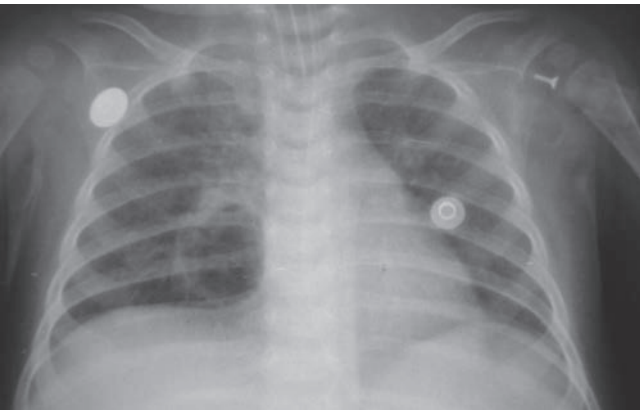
Рентгенограмма грудной клетки — появление полости распада в нижней доле правого легкого (клинический пример № 2)
